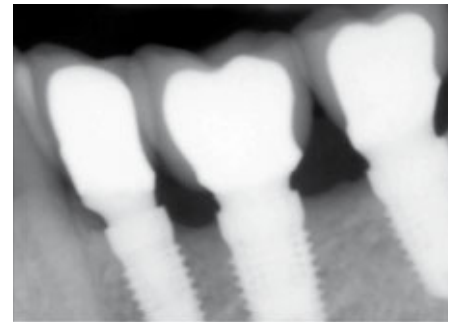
Röntgenkontrolle ein Jahr nach Belastung
